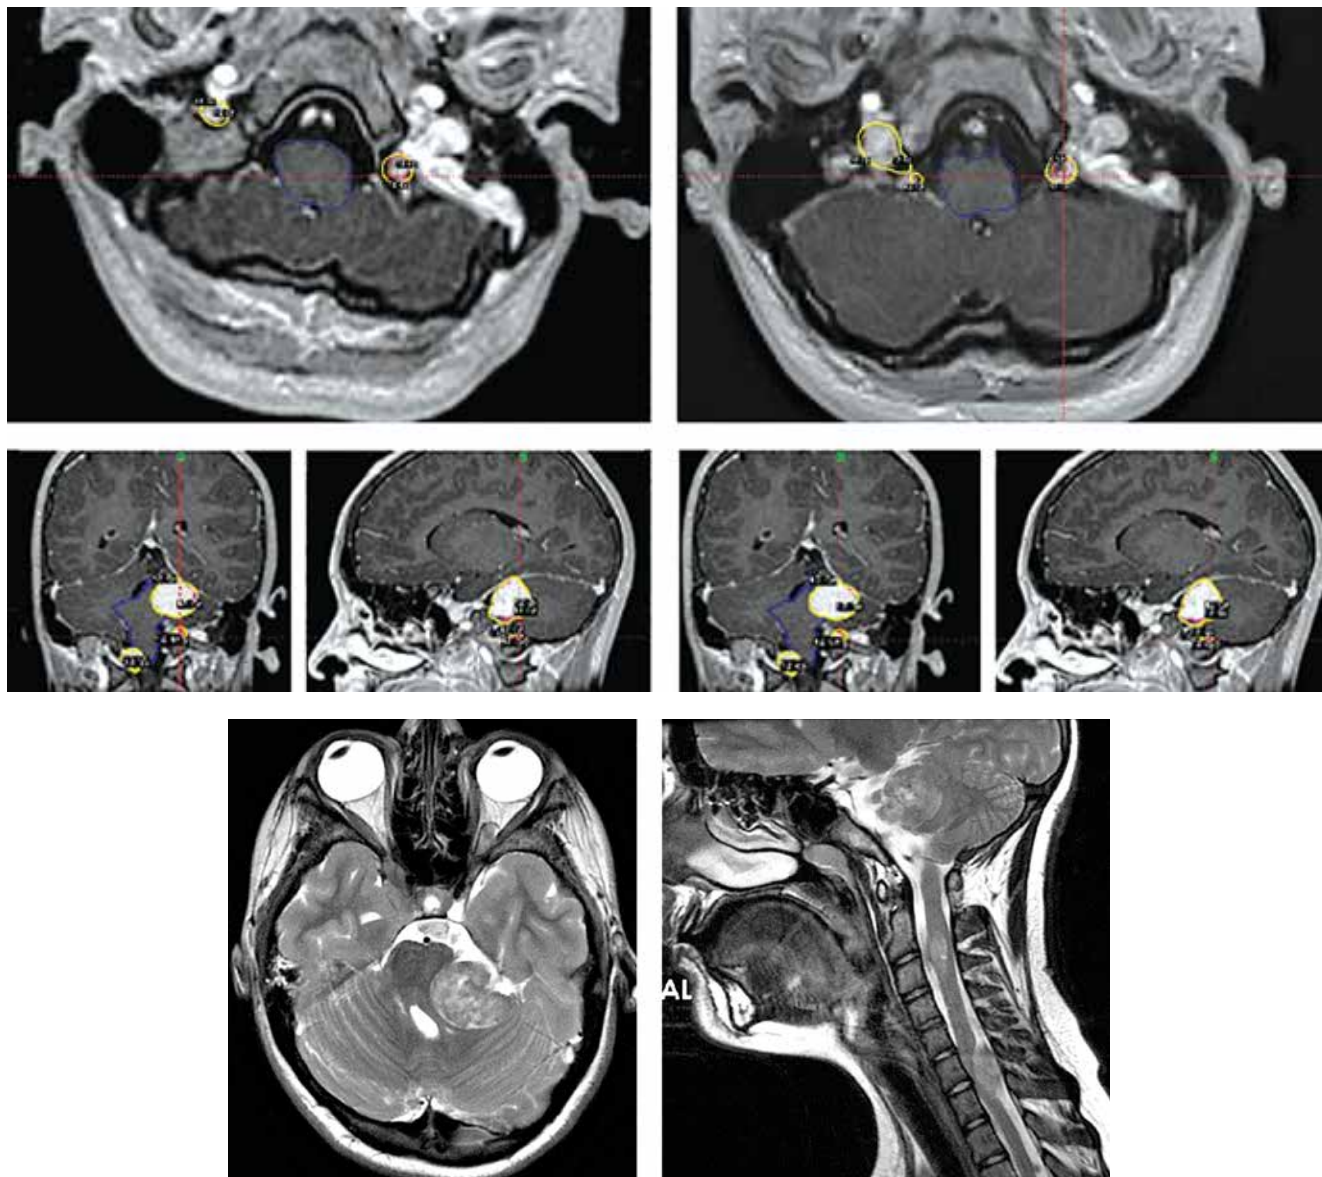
Магнитно-резонансная томография через 6 мес после облучения
